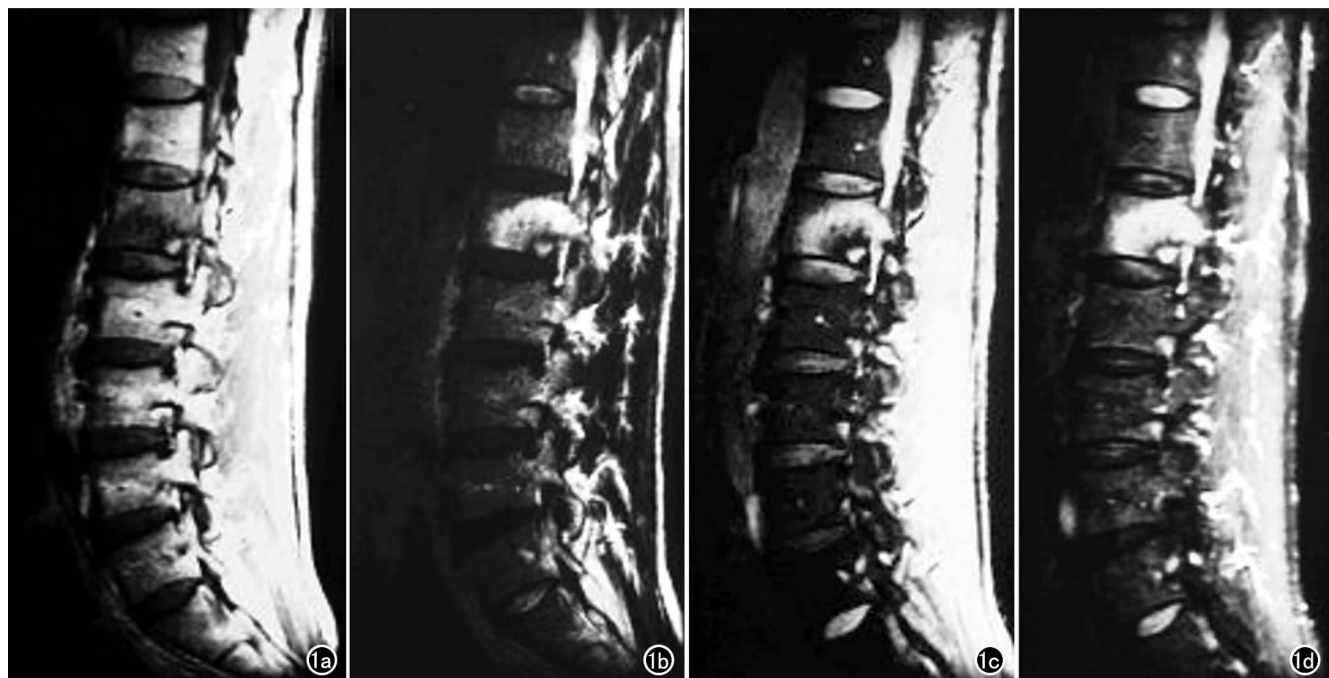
L₁ 椎体转移瘤(混合型),椎体及左侧附件的 MRI。a) T₁ WI 病灶呈低信号; b) FSE-T₂ WI 病灶呈高低混杂信号; c) GRE-T₂* WI 呈高低混杂信号,其中低信号的成骨成份较 FSE-T₂ WI 和 STIR 明显; d) STIR 呈高低混杂信号,其中高信号的溶骨部分较 FSE-T₂ WI 和 GRE-T₂* WI 范围广。
